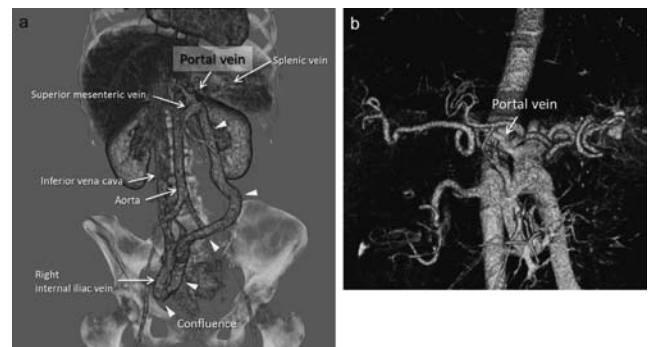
Three-dimensional CT (3D-CT) revealed that the superior mesenteric vein and splenic vein flowed into the right internal iliac vein (a), and it showed the intrahepatic portal vein (b).
